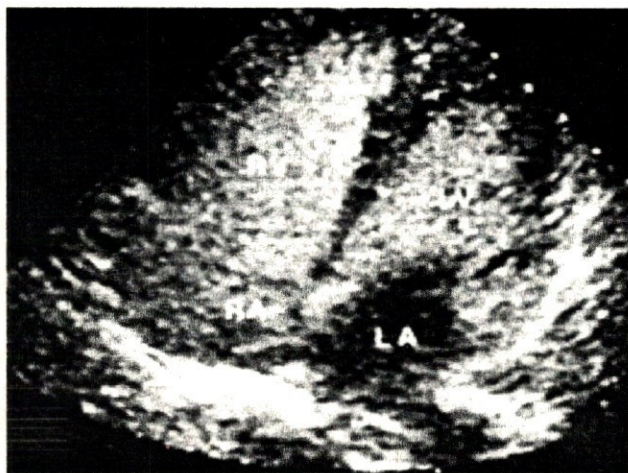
DSV cu șunt dreapta-stânga după administrarea unei doze totale de 8 ml substanță de contrast. Contrast evidențiablecografic la nivelul atrului și ventriculului drept, iar la sistola următoare și la nivelul ventriculului stâng. Lipsa contrastului în atrul stâng.
